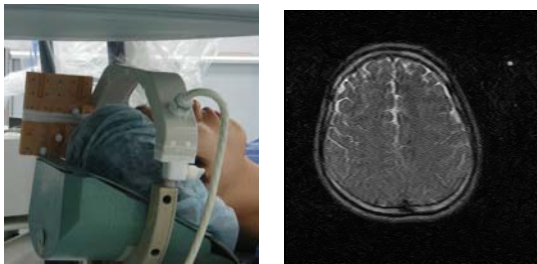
図 臨床を想定した画像撮影実験 (左) と得られた MRI 画像 (右)
